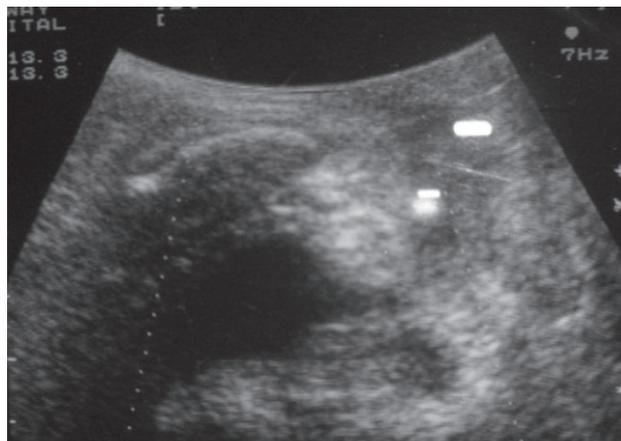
УЗИ с ЦДК трансвагинальное органов малого таза больной Э., 38 лет.
